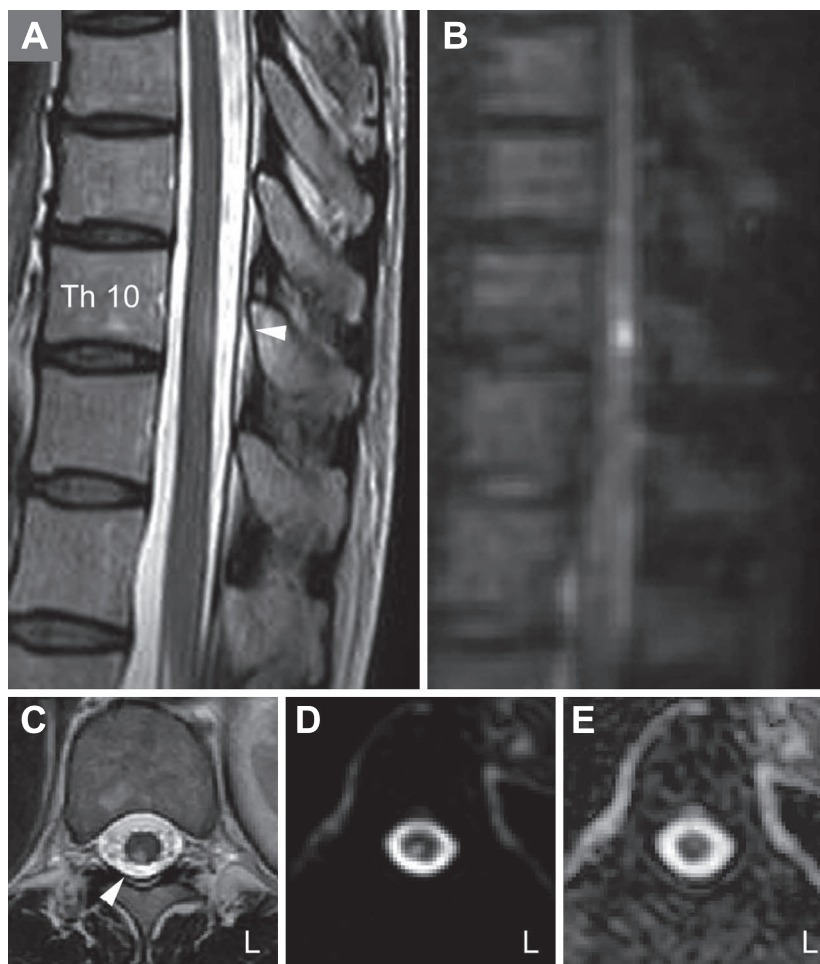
Thoracic MRI performed five days after the onset of symptoms.
